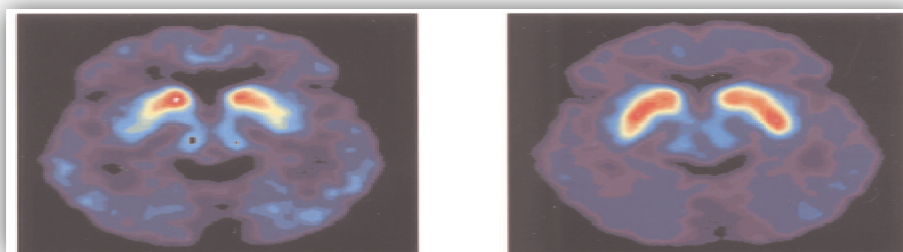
Image par la technique PET (*Positron Emission Tomography*) d'un patient atteint de la maladie de Parkinson. La couleur rouge correspond à la forme radioactive de la dopamine. A gauche : Image avant transplantation des cellules souches. A droite : Après traitement, le même patient montre une augmentation des neurones dopaminergiques. (38)
